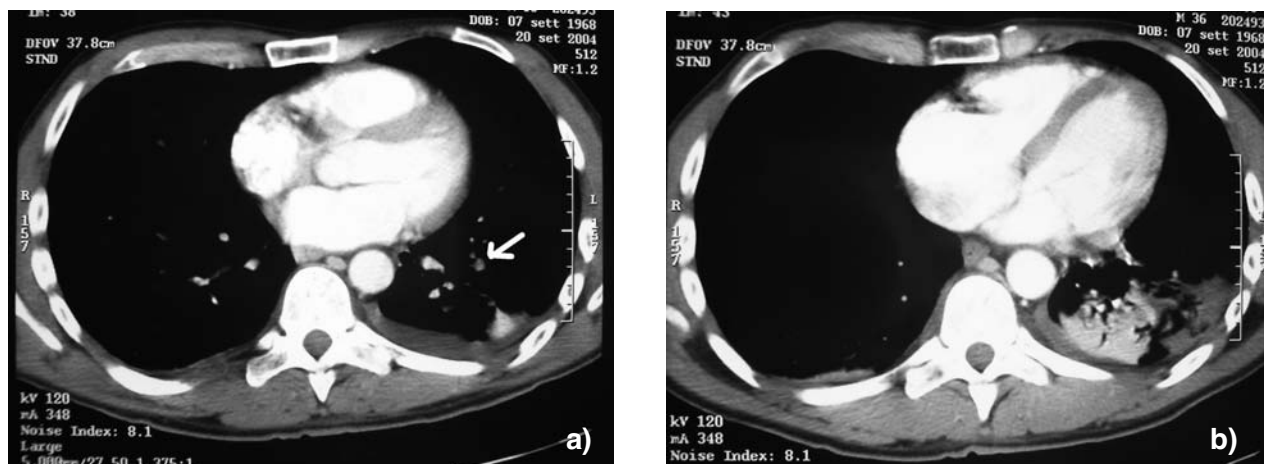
Paziente n. 1: TAC polmonare con mezzo di contrasto: a) difetti di opacizzazione dei rami segmentari tributari dell'arteria polmonare sinistra (freccia) ed area di addensamento parenchimale alla piramide basale omolaterale; b) vasta area di addensamento parenchimale, solcato da broncogramma aereo, che interessa gran parte della piramide basale sinistra.
